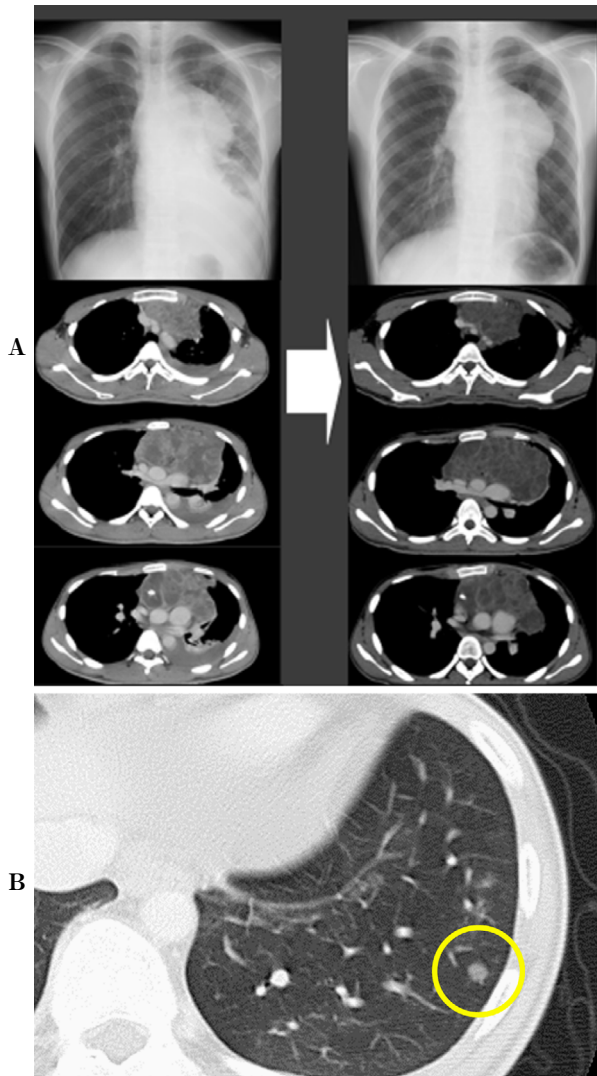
Changes in the radiological images of the patient after chemotherapy. A: Chest radiological images of the patient before (left) and after (right) chemotherapy are shown. The tumor had grown slightly after therapy, but the left-side pleural effusion had been absorbed, and the left lower lobe atelectasis had improved. B: Chest CT revealed a new small nodule (8 × 6 mm) appeared in the left S⁸ of the lower lobe after chemotherapy.
